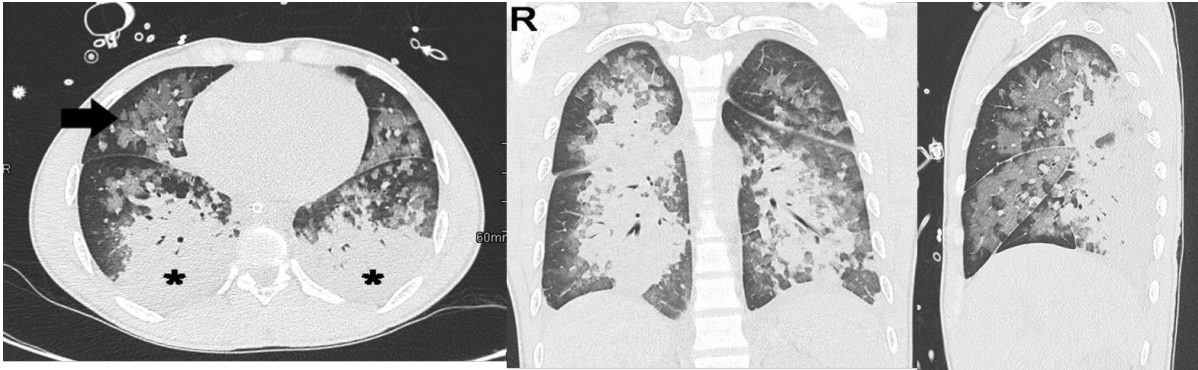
Tomografía tórax corte Axial. Patrón de vidrio despolido y áreas de consolidación pequeñas y enfisema intersticial (flecha blanca).
